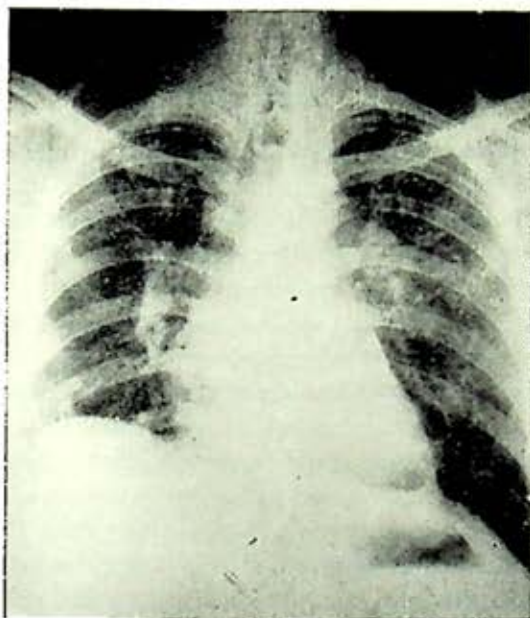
Caso II. Radiografía de tórax; imágenes nodulares en ambas regiones parahiliares.
